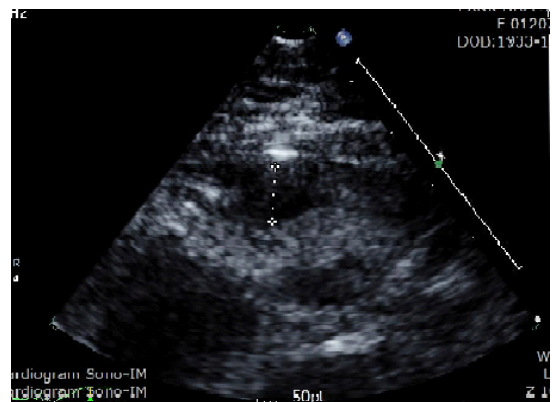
parasternal long-axis view (EAT1)
